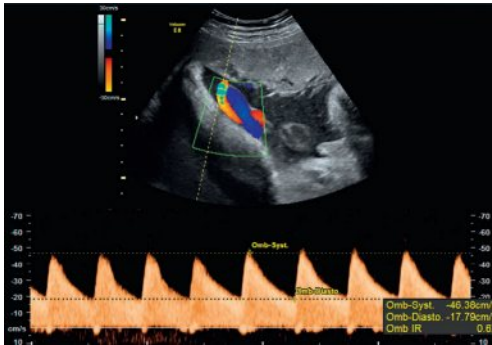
Doppler ombilical normal : index de résistance bas.
